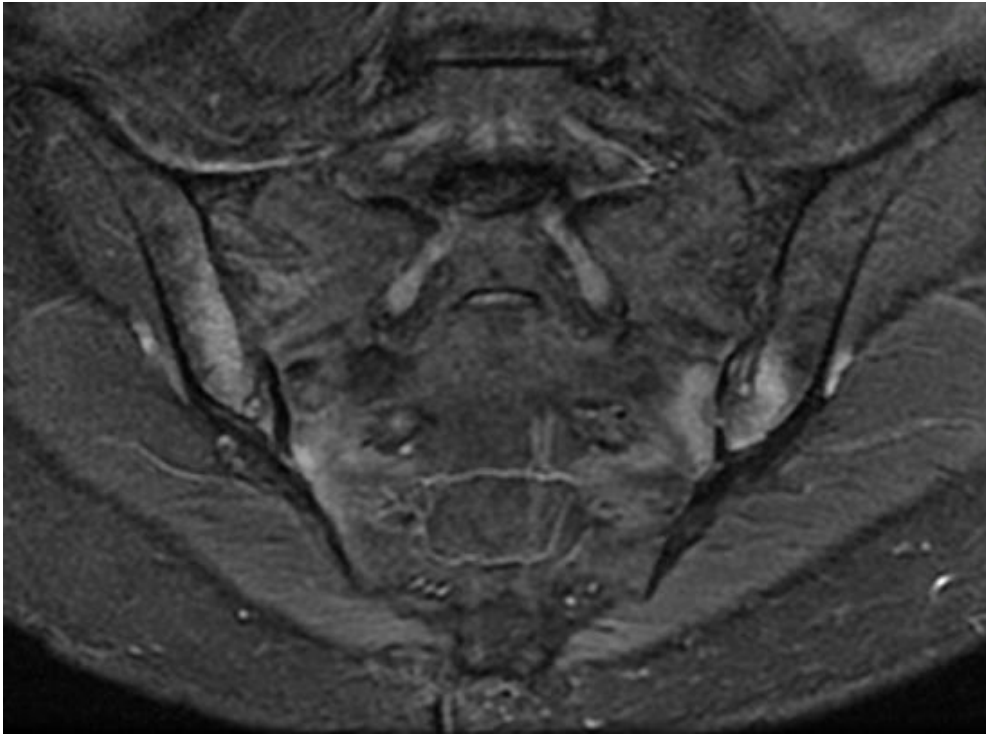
RM coronal STIR de mujer de 62 años con diagnóstico de EA con irregularidad del espacio articular y extensos focos de edema óseo en ambas ASI.
